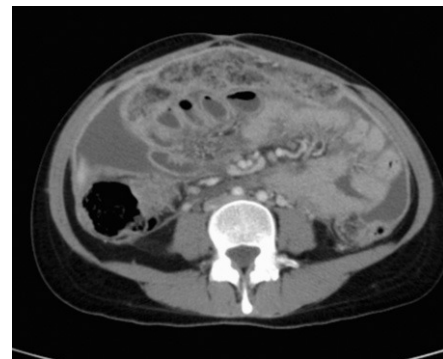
TC abdominal con contraste intravenoso, umbilical.
